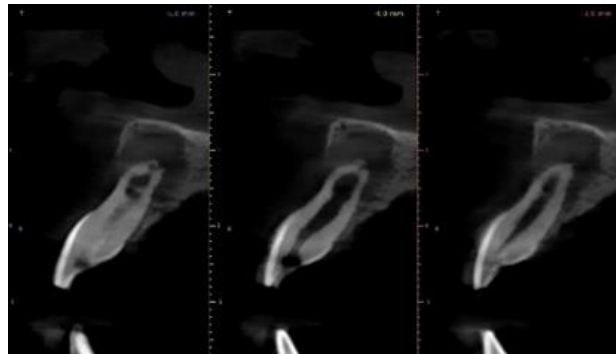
Corte sagital de CBCT del elemento 11; se observa reabsorción radicular interna y lesión periapical
